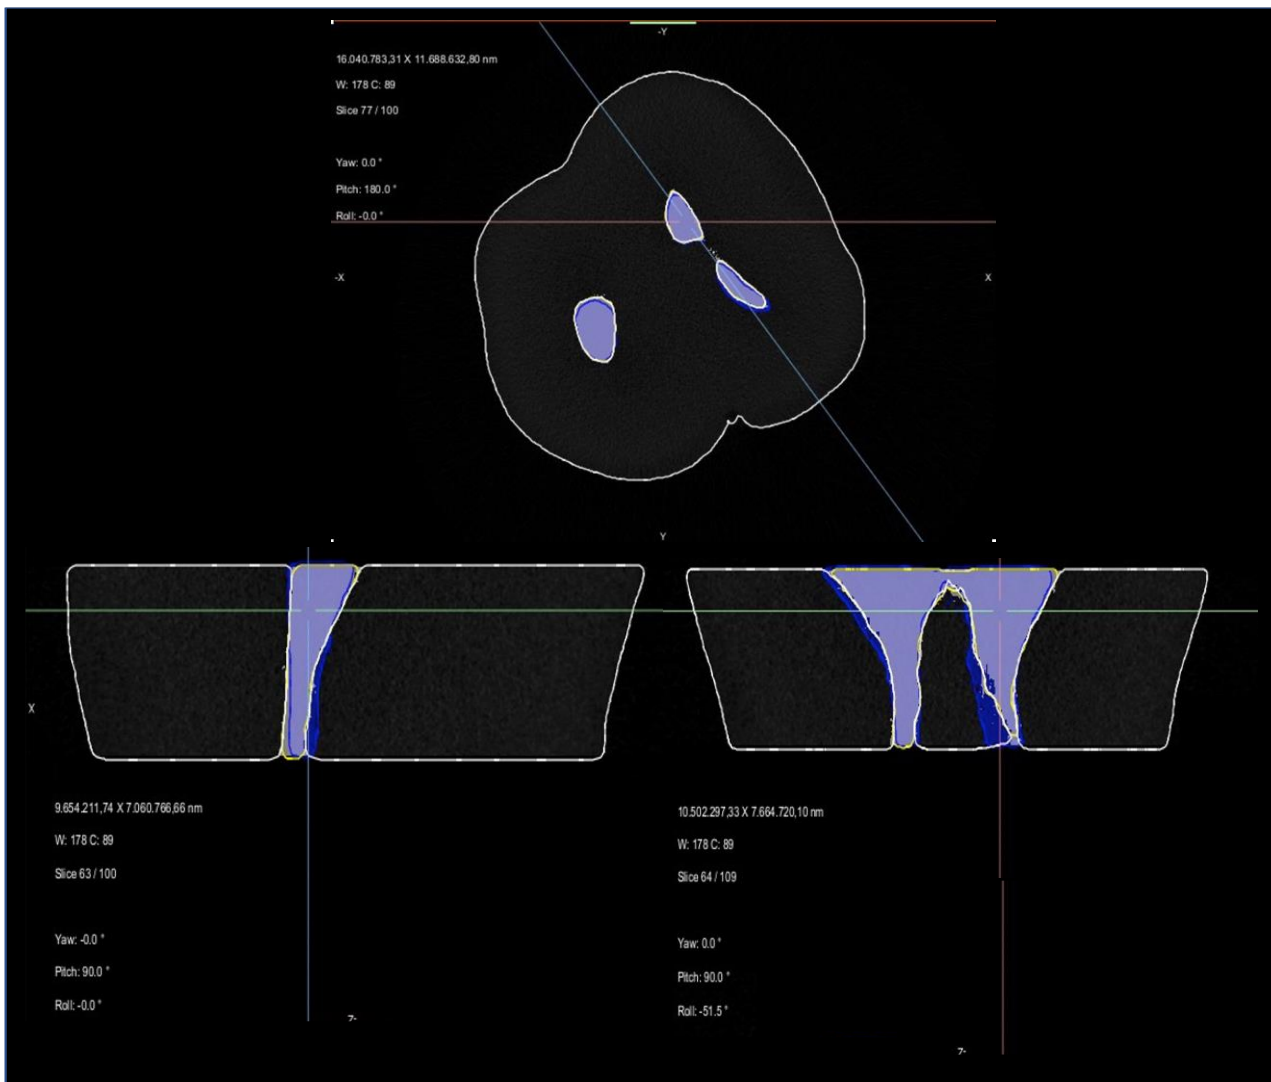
scansioni rappresentative per il Gruppo 2, eseguita con Micro-CT, sui tre piani dello spazio. La prima scansione, in alto, rappresenta una sezione trasversale del campione preso in esame; la seconda scansione in basso a sinistra mostra invece una sezione coronale, mentre quella in basso a destra una sezione trasversale. Nelle RX in giallo sono evidenziate le zone pre-sagomatura, in blu le zone post-sagomatura.
